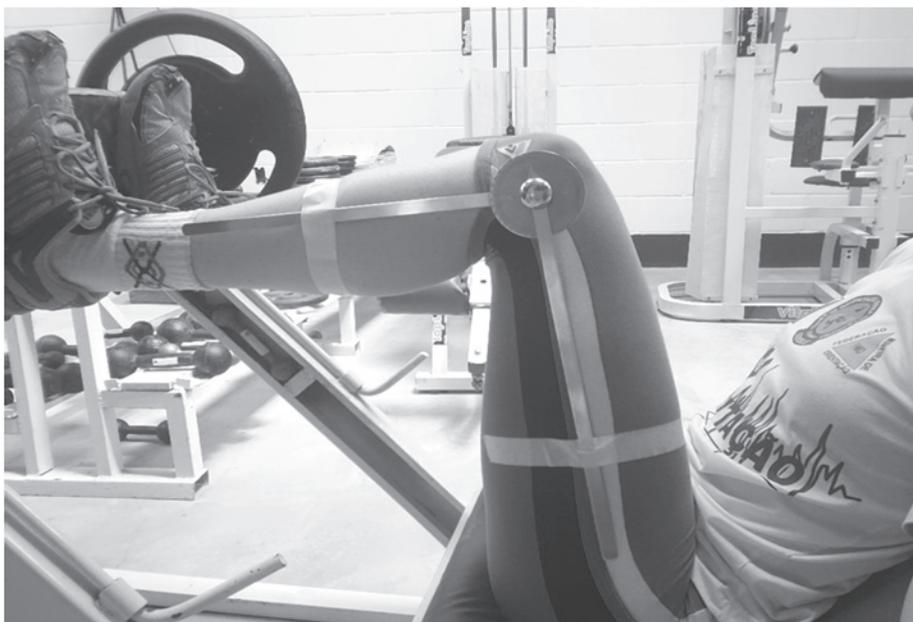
Imagen del ángulo estipulado en el test de 1-RM en el leg press.
